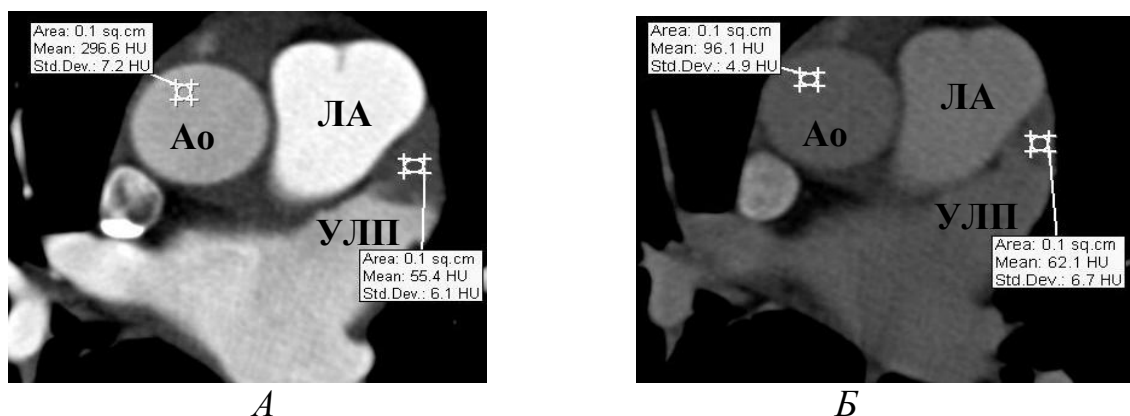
МСКТ, аксиальные срезы. Измерение плотности в области дефекта контрастирования в УЛП и в просвете восходящей аорты. А. Первая фаза контрастного сканирования (УЛП₁, Ao₁). Б. Вторая фаза контрастного сканирования (УЛП₂, Ao₂).
